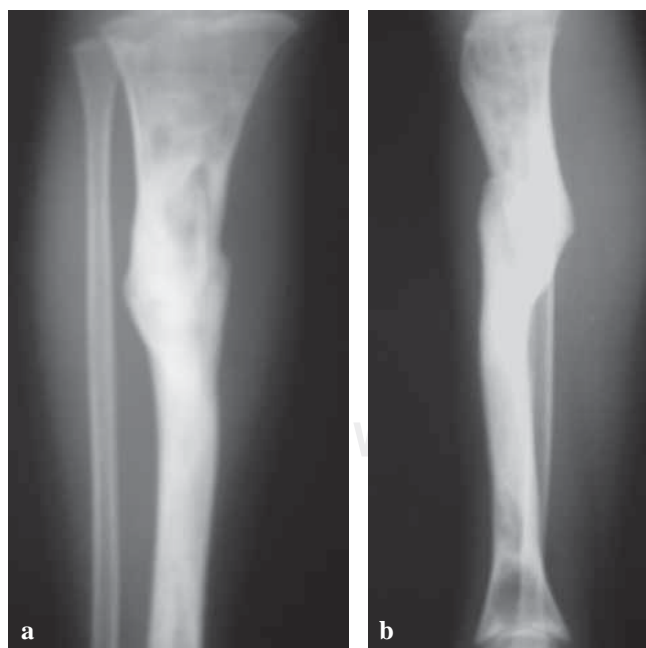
Fotografía de radiografía anteroposterior con formación de callo óseo hipertrófico. b. Fotografía de radiografía lateral con formación de callo óseo hipertrófico.
